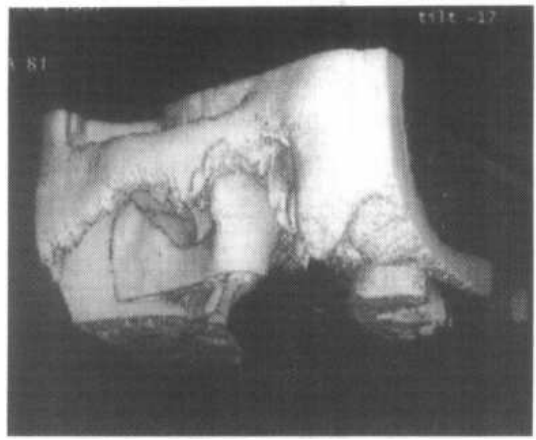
经横断面扫描后三维重建 CT 图像
